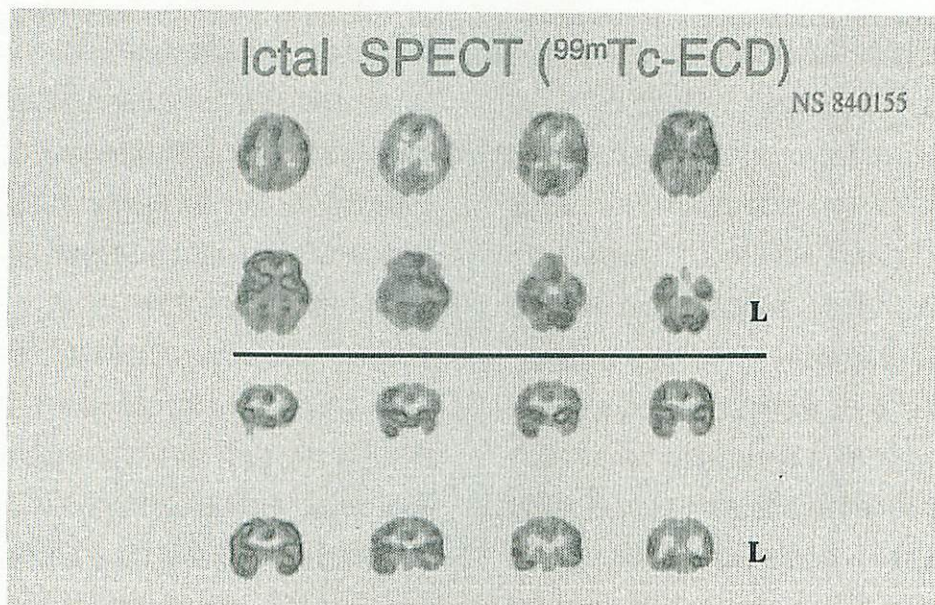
$^{99m}\text{Tc}$ -ECDを用いた発作時SPECT像
